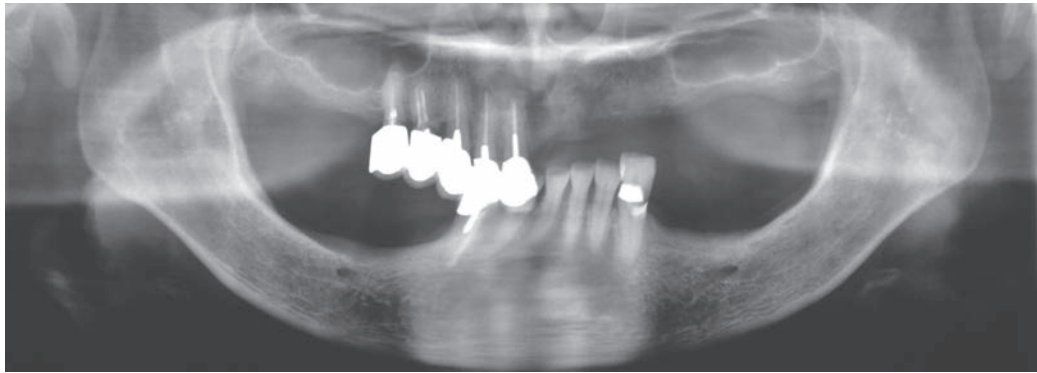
左下4インプラント体撤去後のパノラマX線写真平成25年1月28日撮影
